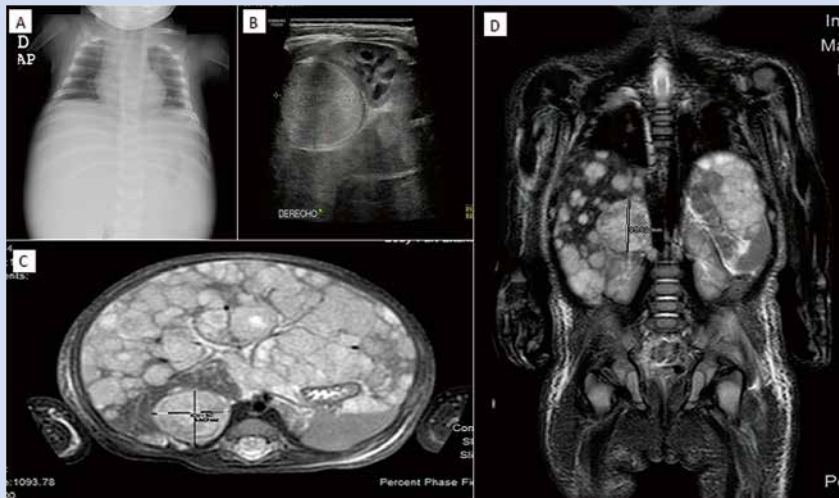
Imágenes del caso clínico. A. Radiografía simple (PA), en la que se aprecia importante distensión abdominal. B. Ecografía abdominal que muestra la masa suprarrenal. C y D. Imágenes de RM, en la que además de la masa suprarrenal, se aprecia la infiltración hepática masiva con múltiples imágenes nodulares (síndrome de Pepper).
